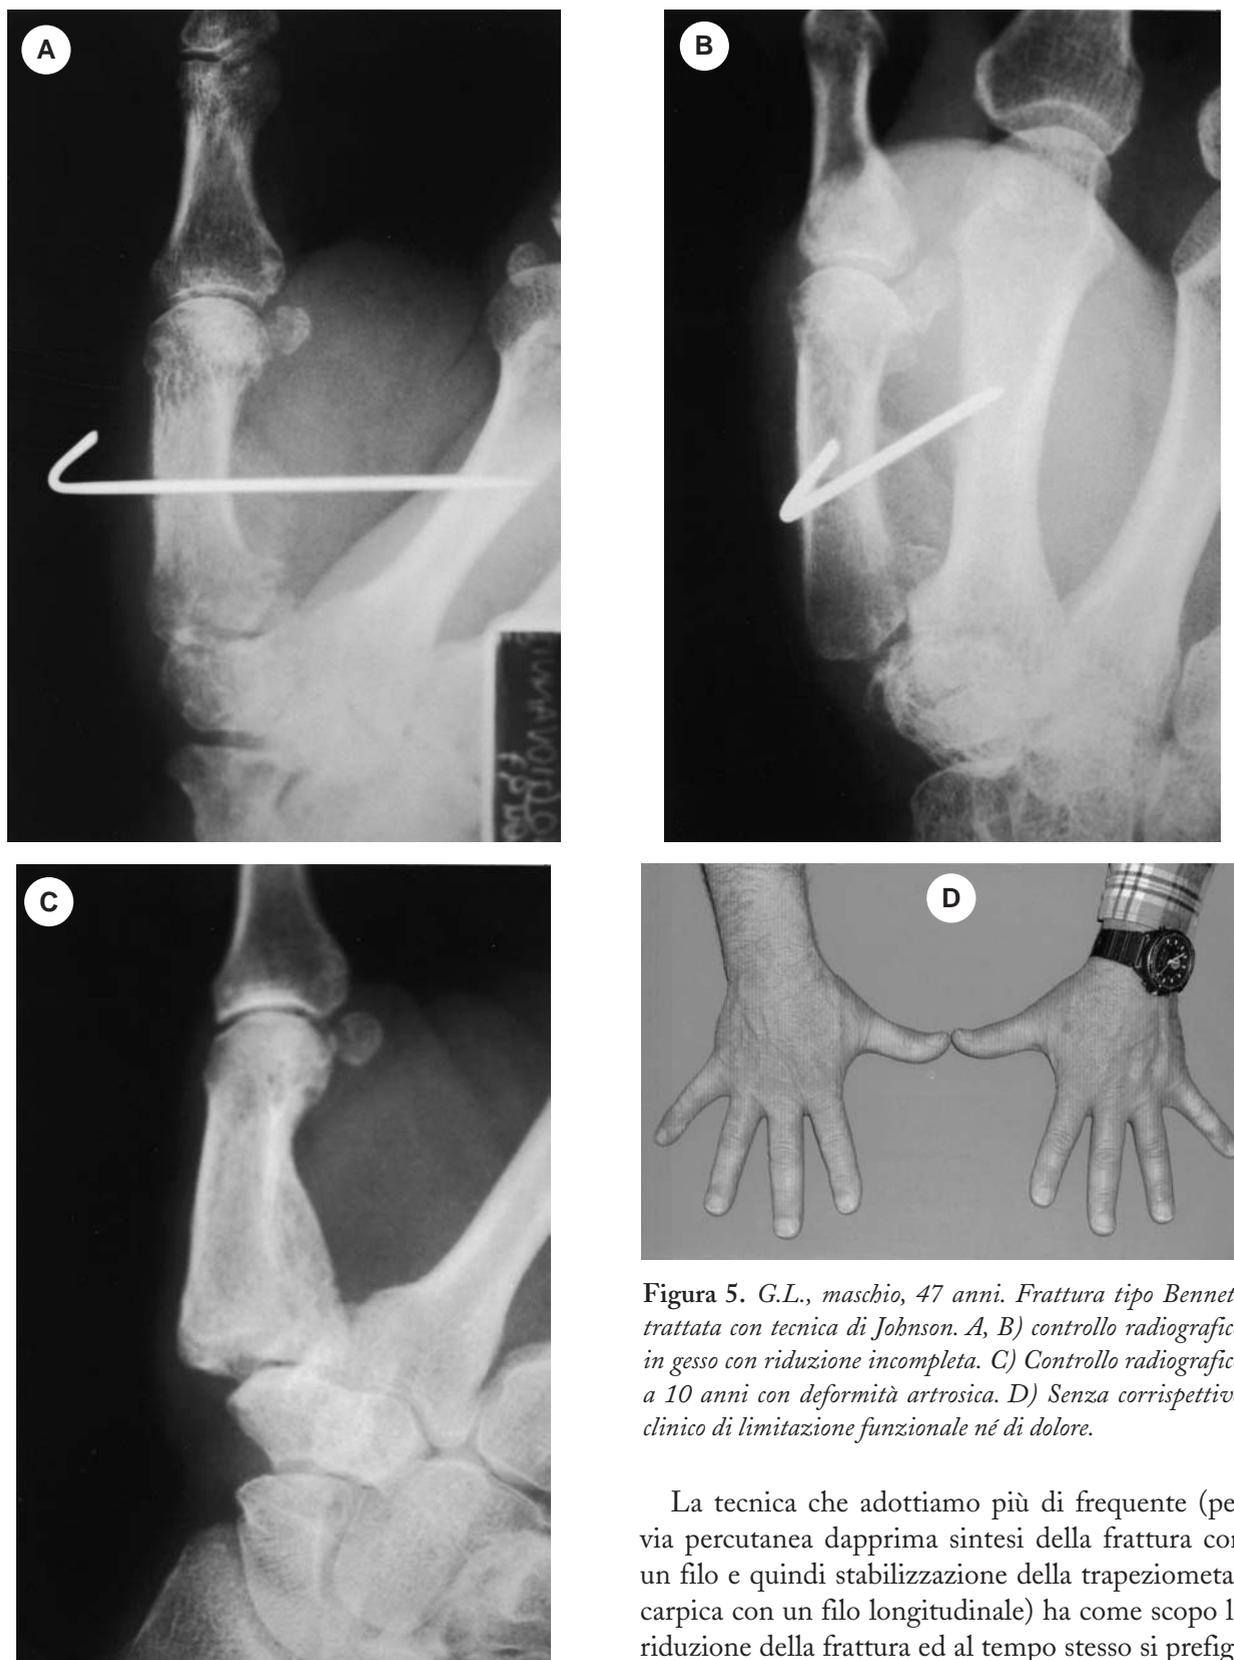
G.L., maschio, 47 anni. Frattura tipo Bennett trattata con tecnica di Johnson. A, B) controllo radiografico in gesso con riduzione incompleta. C) Controllo radiografico a 10 anni con deformità artrosica. D) Senza corrispettivo clinico di limitazione funzionale né di dolore.
